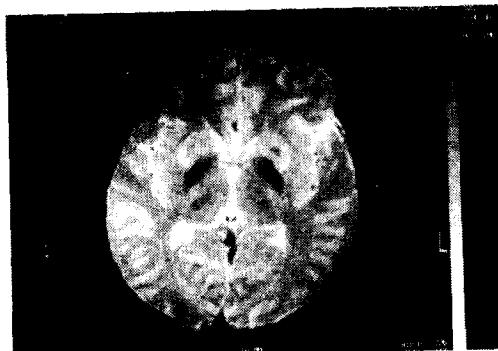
MRI of the brain; High signal on the both putamen region.
